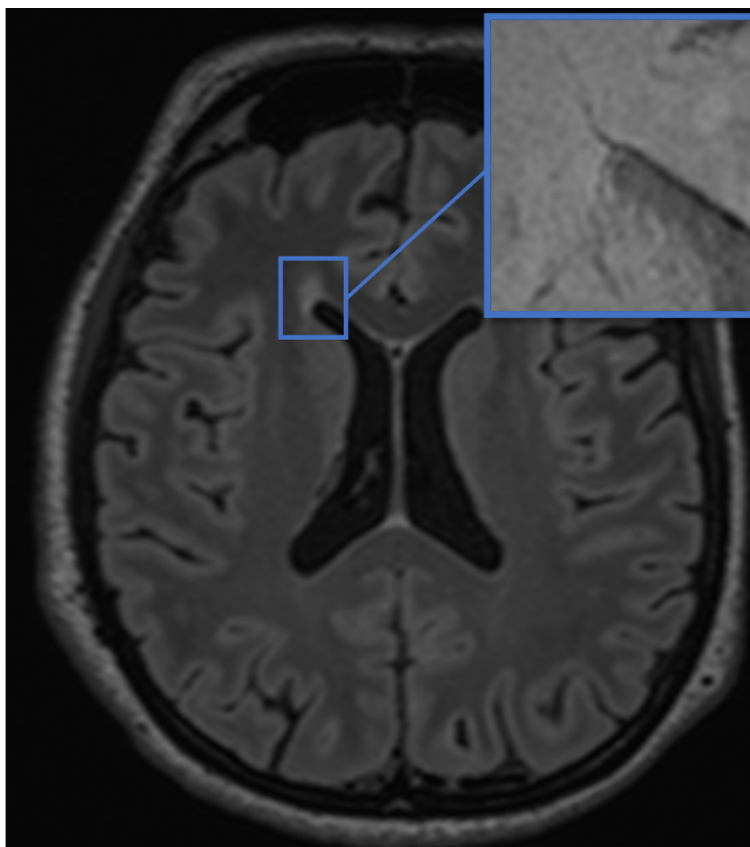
На FLAIR изображении определяется перивентрикулярный очаг в правом полушарии. В проекции центра очага на SWI изображениях определяется вена в виде линии с гипоинтенсивным сигналом
